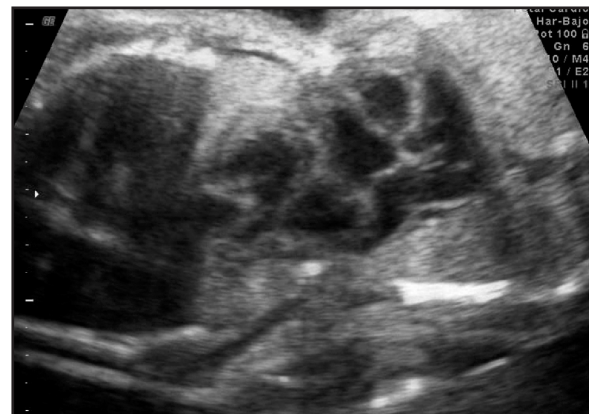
Ecografía 27 semanas + 3 días muestra corazones de ambas siameses.
